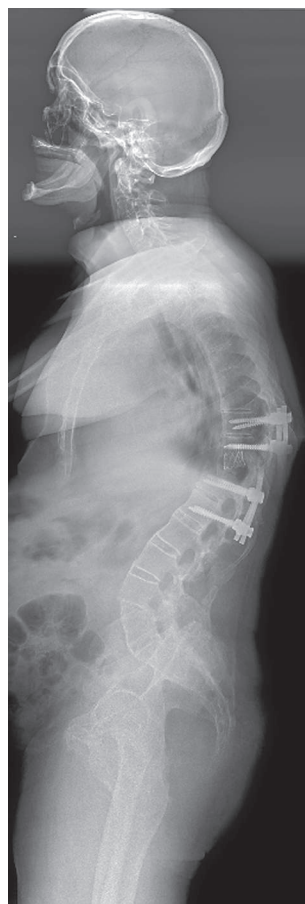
Пациент Ш., рентгенограмма в STEP-режиме через 3 года после этапного хирургического лечения
